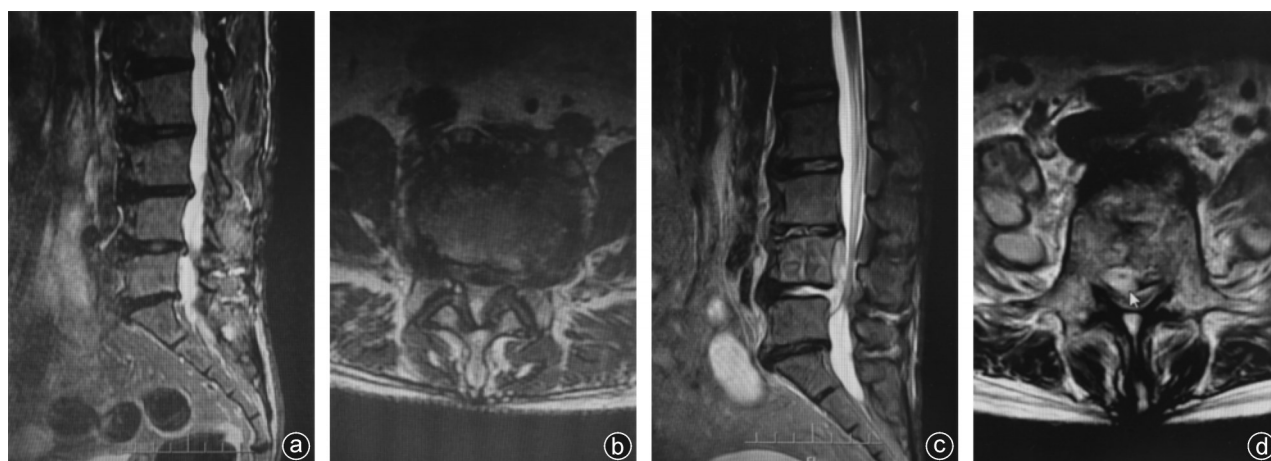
病人,女,75岁,因腰椎间盘突出症行腰椎后路减压融合术,术后第7天出现寒战高热,白细胞计数、红细胞沉降率、C-反应蛋白、降钙素原明显升高,血培养为金黄色葡萄球菌,诉腰部及右下肢疼痛剧烈, MRI平扫示L₄椎体后缘占位,硬膜囊受压,考虑脓肿形成,予手术取出内固定物+清创+VSD引流,抗感染治疗后症状逐渐控制 a、b:术前MRI确诊为腰椎间盘突出症;c、d:复查MRI示L₄椎体后缘脓肿形成椎管占位,压迫神经根、硬膜囊
